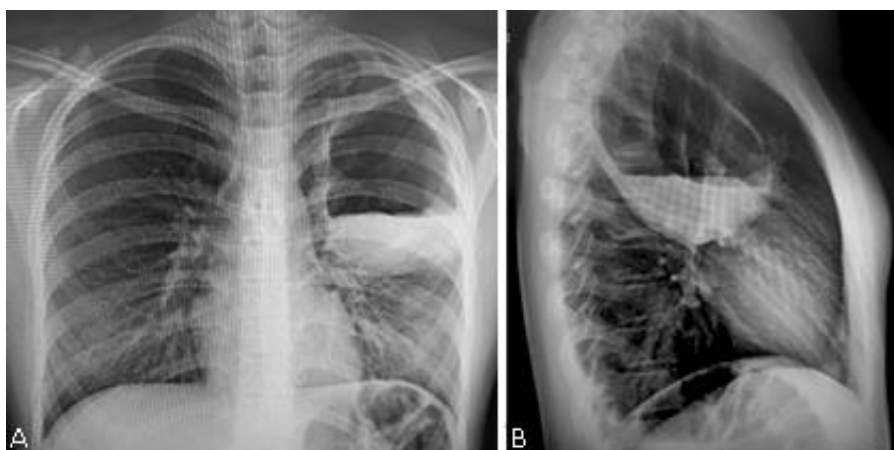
A) radiografía de tórax postero-anterior: Muestra quiste hidatídico pulmonar complicado, B) radiografía de tórax lateral: Muestra signo de la masa dentro de la cavidad.
